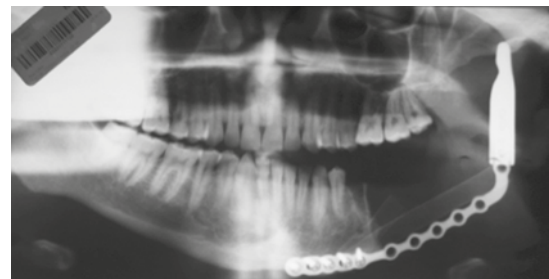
Ortopantomografía con reconstrucción y colocación de una placa de titanio.
